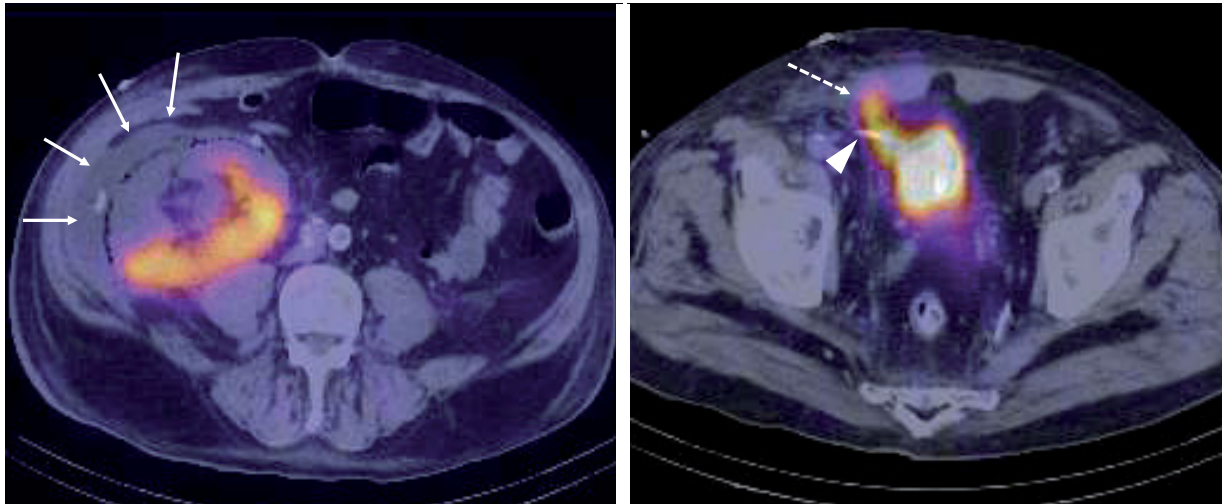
Renograma isotópico SPECT/TC. Ausencia de captación en la mitad inferior del injerto renal, hematoma periinjerto (flechas), reflujo vesicoureteral (punta de flecha) y pequeña acumulación de orina anterior a la vejiga (flecha discontinua).
